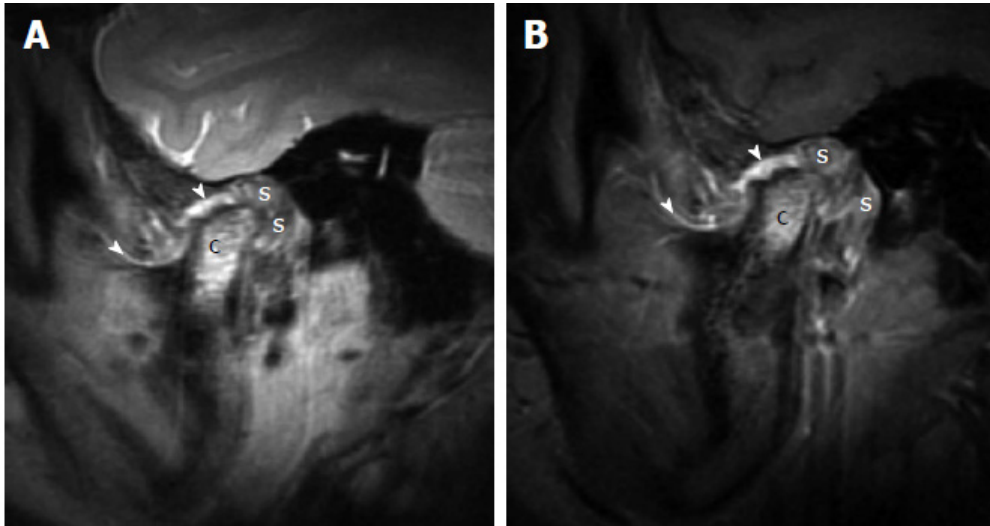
Ювенільний ідіопатичний артрит. А: Сагітальне МРТ у режимі протонної щільності в положенні із закритим ротом демонструє підвищену інтенсивність сигналу у ділянці виросткового відростка (позначено літерою с), а також значне потовщення синовіальної оболонки (літера s) в ретродискових зонах. Помітно також потовщення та підвищення сигналу синовіальної оболонки в інших ділянках (стрілки з головками).
